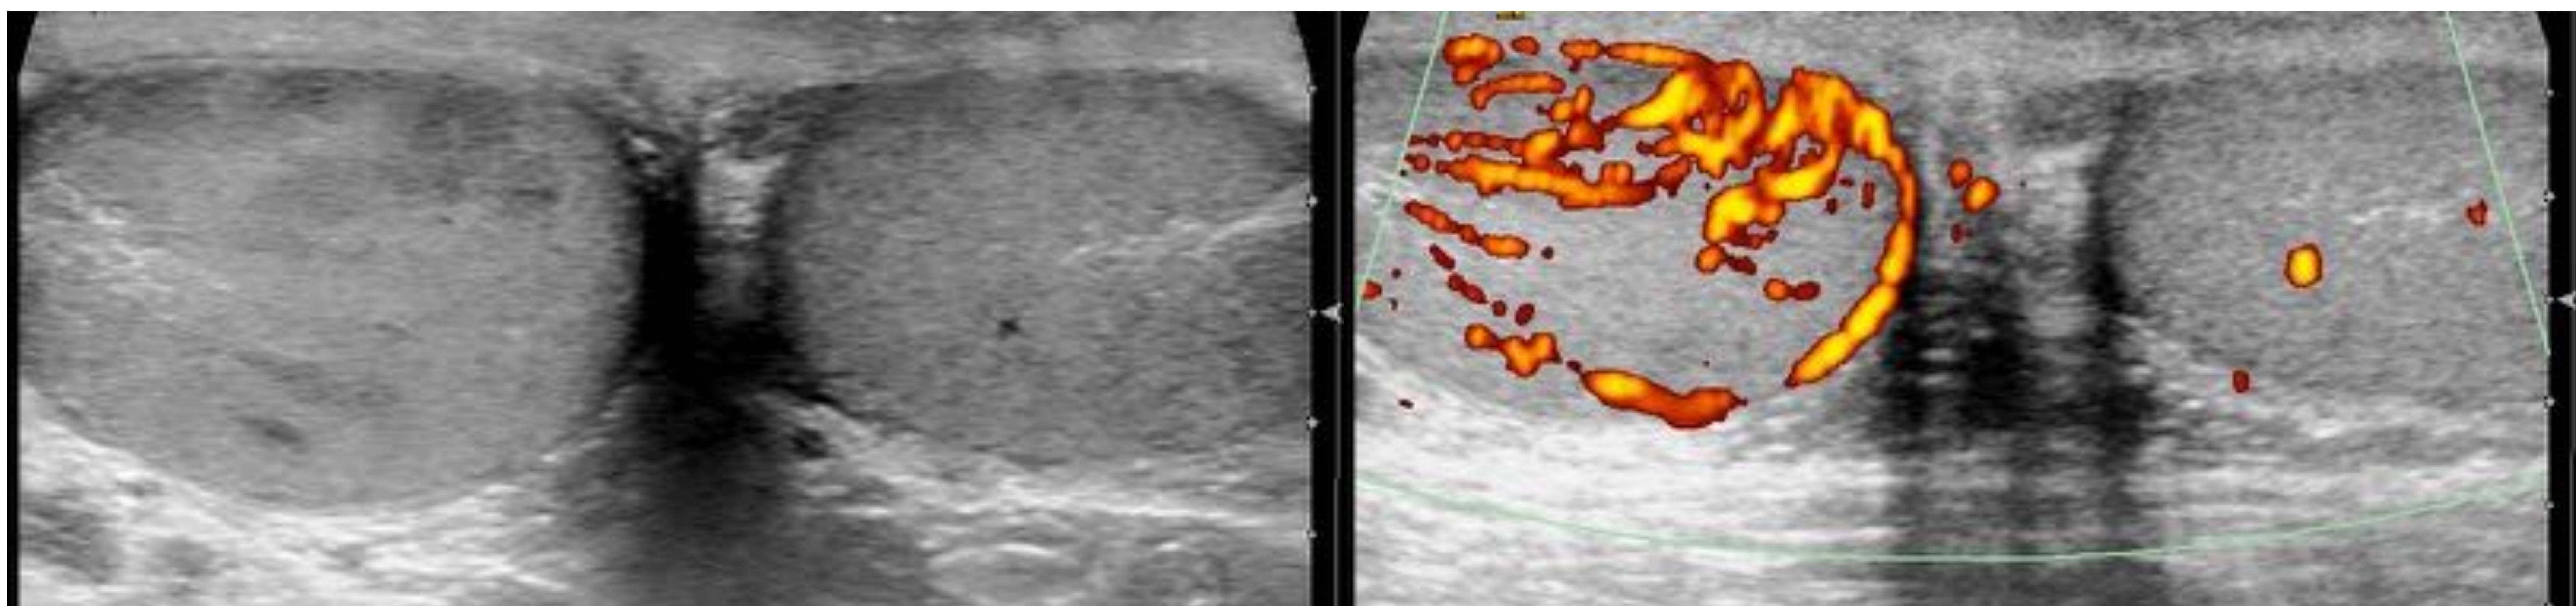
Exploración ecográfica de ambas bolsas escrotales donde se observa engrosamiento de cubiertas, aumento de tamaño e hipoecogenicidad del testículo derecho que en modo Doppler muestra marcado aumento de la vascularización con respecto al contralateral: ORQUITIS
